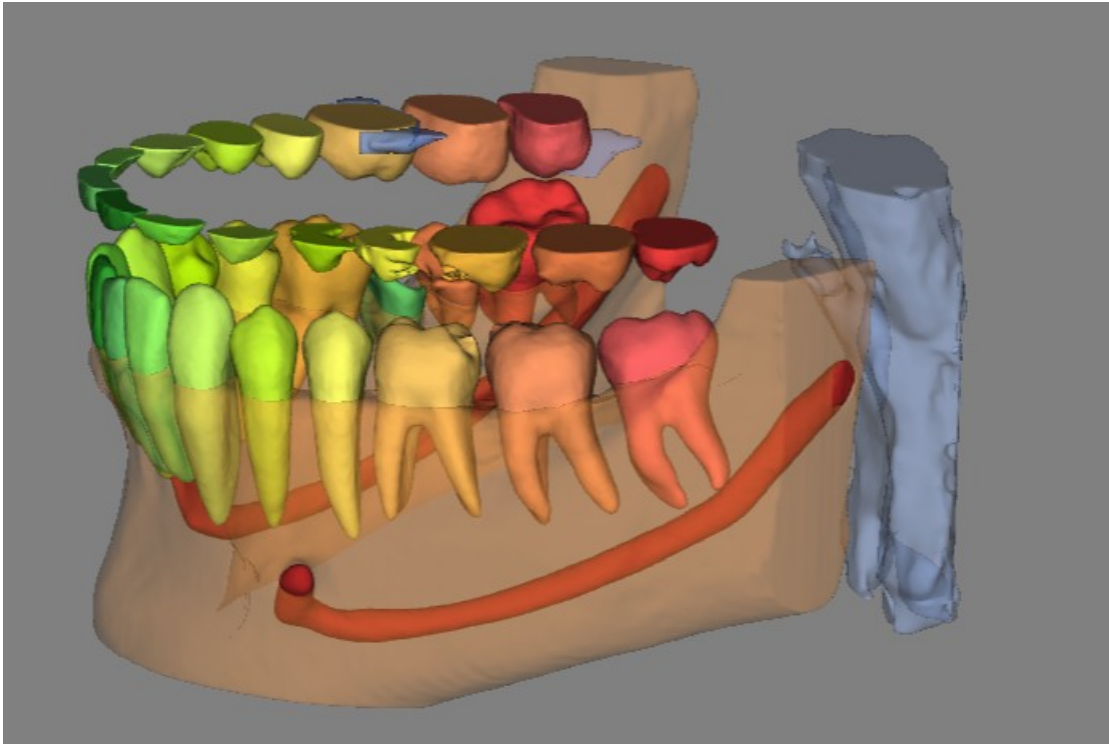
Reconstitution en 3D via le logiciel Relu d'un cone beam illustrant le trajet du canal du nerf mandibulaire gauche (en rouge) dans l'os mandibulaire (images obtenues dans le service d'odontologie du CHU de Lille).
